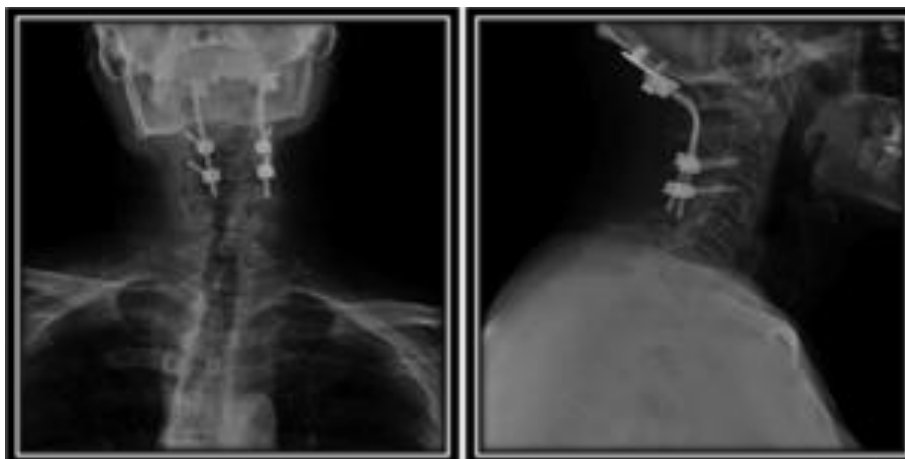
Radiografías del control a los 3 meses en proyección antero posterior (izquierda), y lateral (derecha), muestran artrodesis occipito-cervical con placa y tornillos fijados en hueso occipital y C3-C4.
